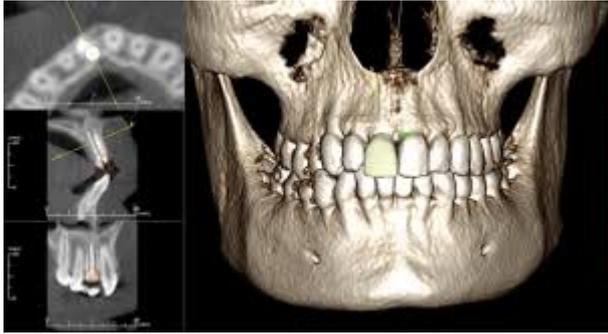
Tomografía Computarizada Haz Cónico. Estudio Imagenológico Preoperatorio.¹⁵
